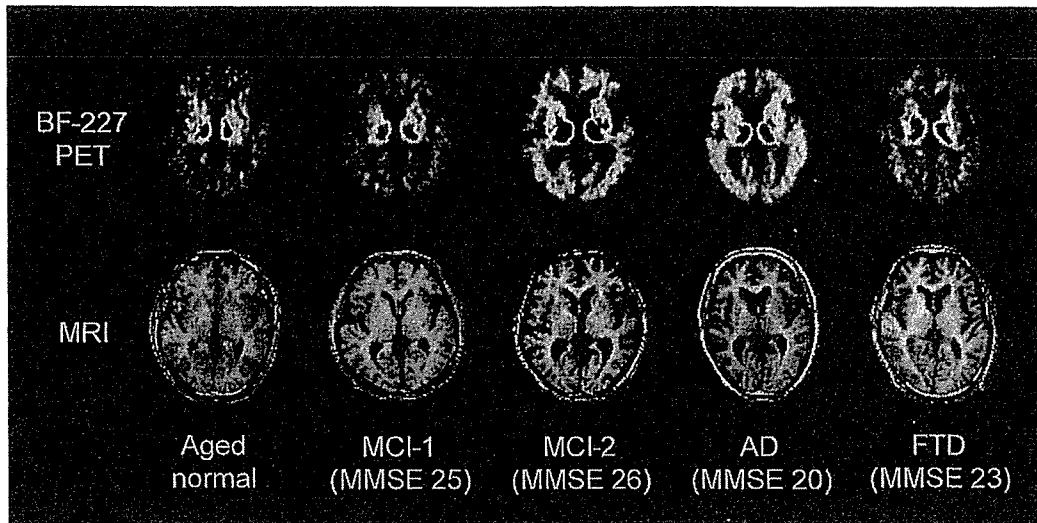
健常高齢者 (Aged normal), 軽度認知障害 (MCI), アルツハイマー病患者 (AD), 前頭側頭葉型認知症患者 (FTD) における  $[^{11}\text{C}]$ BF-227 PET 画像 (投与後 20~40 分の SUV 加算画像)
